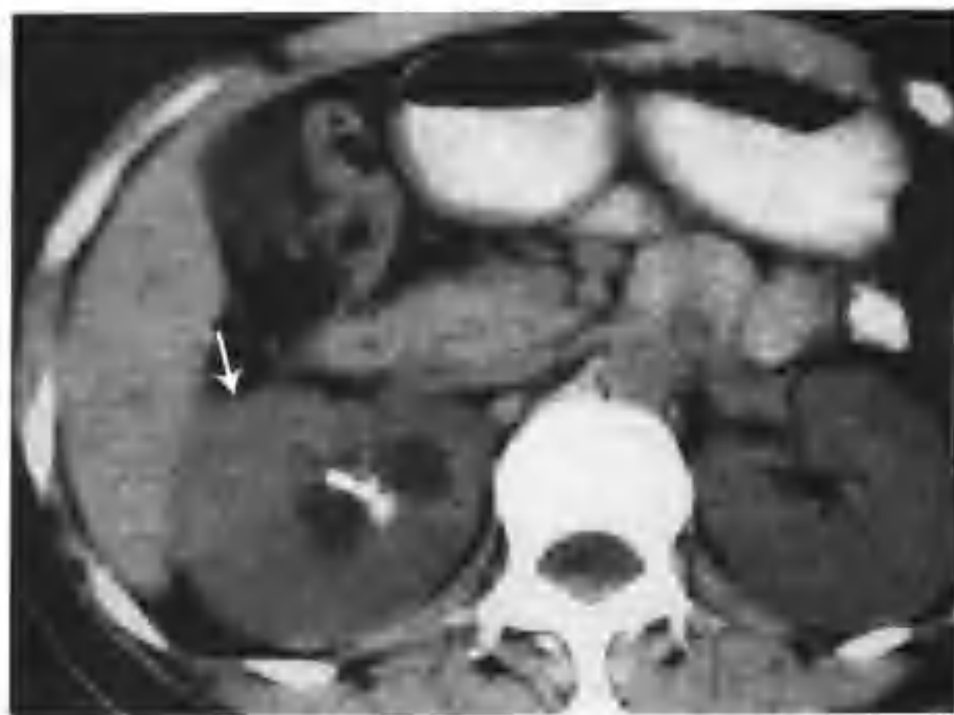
右肾结核 (CT 平扫示右肾局部肾实质增厚 (箭头))
